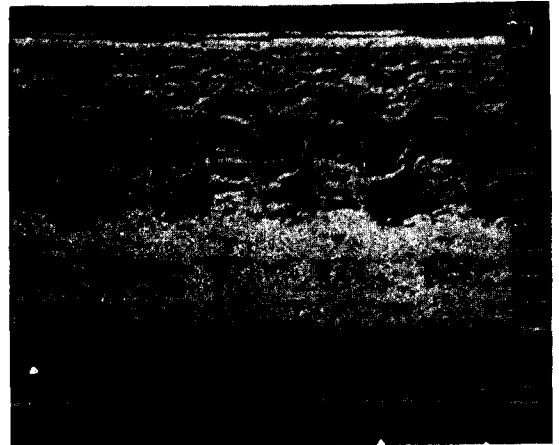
This preoperative echocardiogram shows the mass echo under the anterior leaflet of the mitral valve and decreased EF slope during diastole and no abnormal echo in systole.
